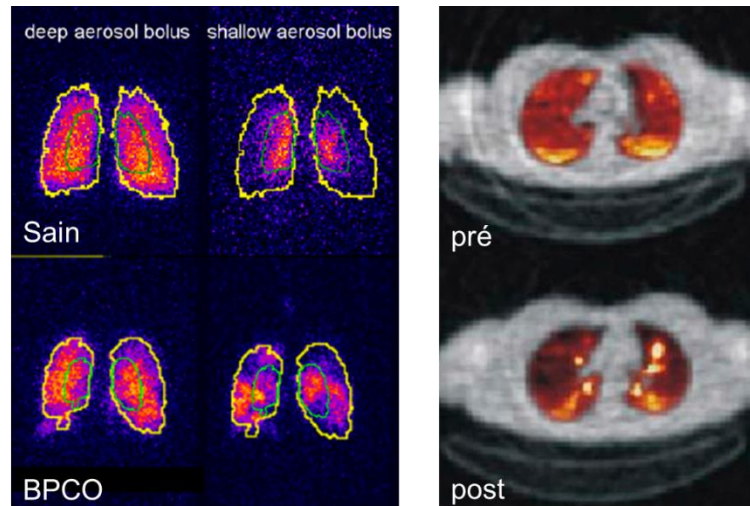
(Gauche) TEMP avec du  $^{99m}\text{Tc}$  pendant une inhalation d'aérosol radioactif chez des sujets sain et de BPCO, avec deux conditions d'inhalation (profonde et superficielle). Les régions contournées en jaune indiquent la région totale pulmonaire et les régions contournées en vert indiquent la région centrale. Pendant l'inhalation profonde, les distributions des dépôts sont similaires et relativement homogènes; tandis que pendant l'inhalation superficielle, une distribution plus importante dans la périphérie pulmonaire a été observée chez le sujet BPCO. Issue de (191 - Moller 2008). (Droite) TEP après l'inhalation d'aérosol à base de  $^{18}\text{F}$ -FDG chez un sujet asthmatique pré- et post-challenge pour créer une bronchoconstriction. Avant le challenge, les dépôts sont relativement uniformes. Après le challenge, les dépôts se trouvent plus localisés dans les voies aériennes larges et centrales. Issue de (192 - Dolovich 2009).
